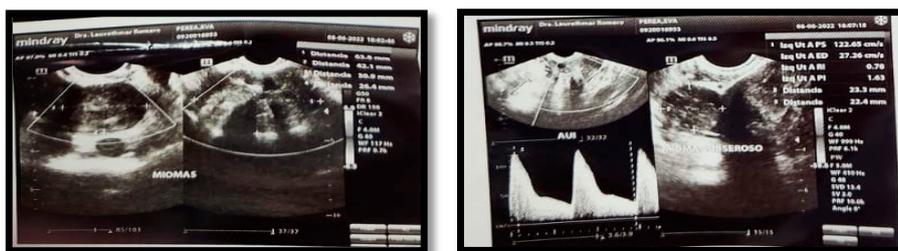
Ecografía Abdominal, se evidencia múltiples miomas.
